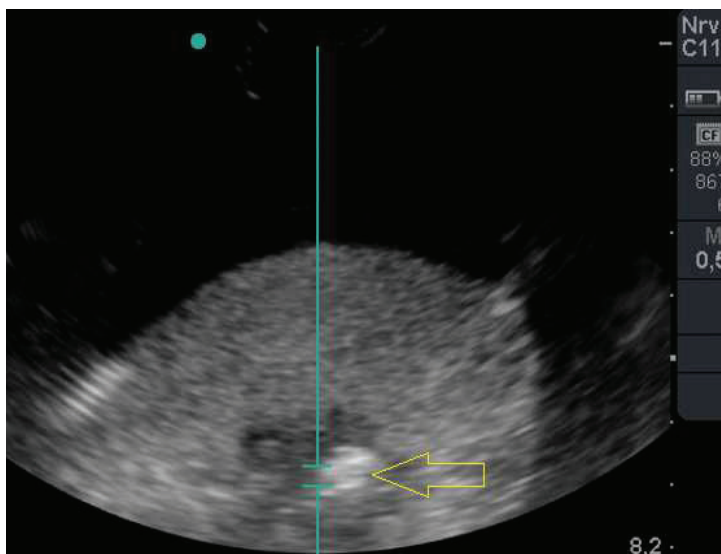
Sonogramm direkt nach HIFU Beschallung eines ADC im gefluteten Lappen, echoreiche Zone deutet auf fokale HIFU Läsionsbildung (Pfeil).
